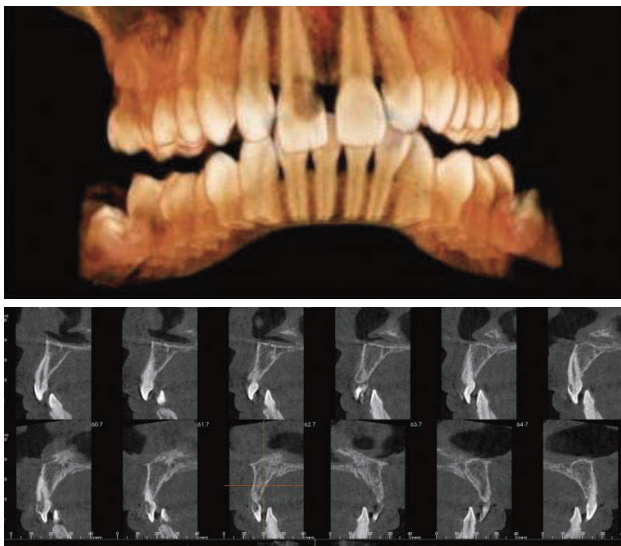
Cortes sagitales de CBCT donde se aprecia la extensión de la lesión reabsortiva.
